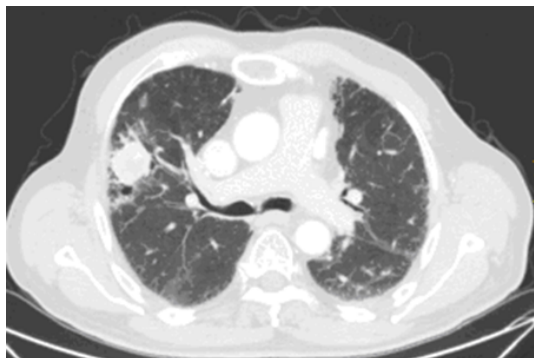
TAC tóraco-abdomino-pélvico: masa de casi 4 cm.
